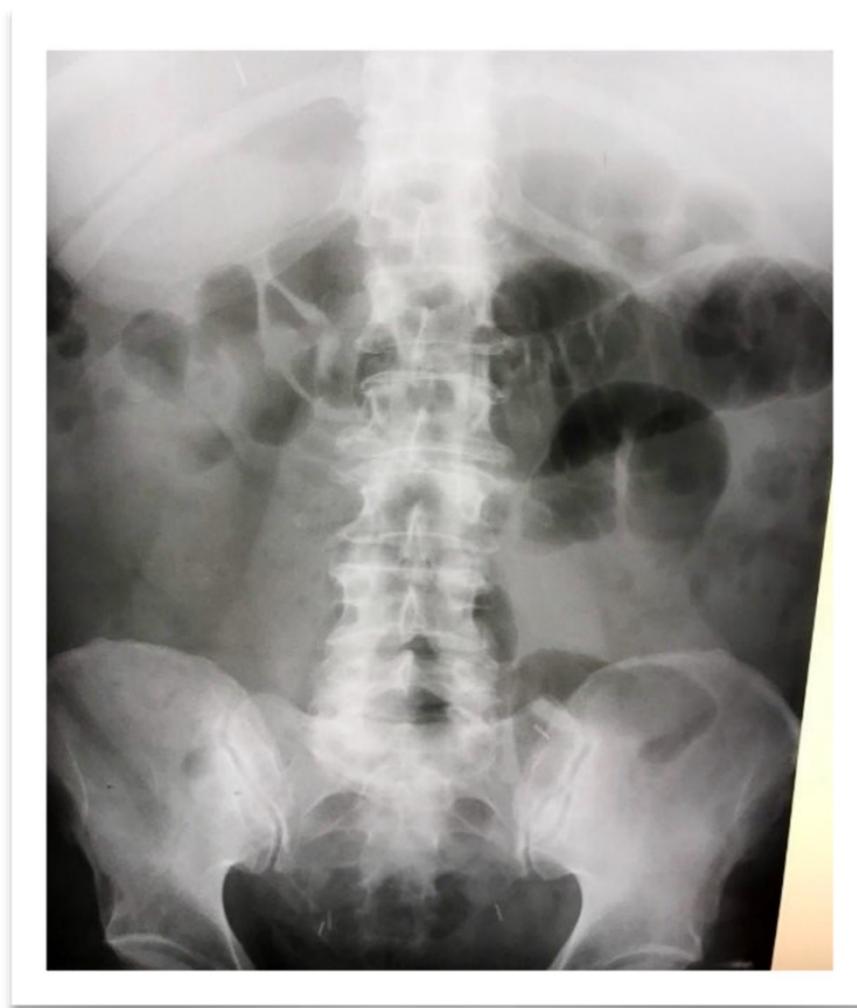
Обзорная рентгенография органов брюшной полости.
